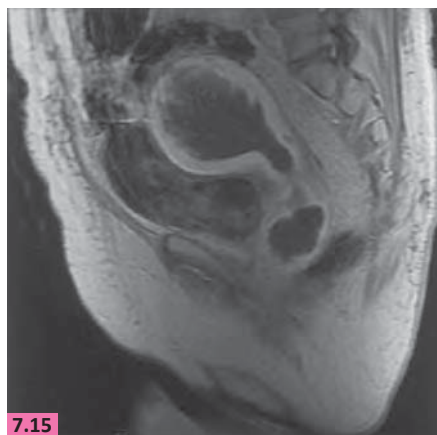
Ultrasonido Leiomiosarcoma uterino, asociado a múltiples miomas.
